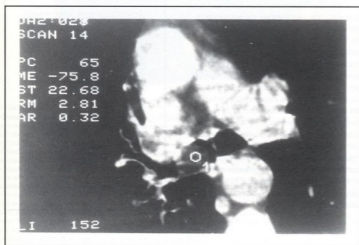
Un corte de TC a nivel de la carina demuestra una masa en la luz del bronquio principal derecho, con un valor tomodensitométrico de -75 UH, indicativo de contenido graso.
